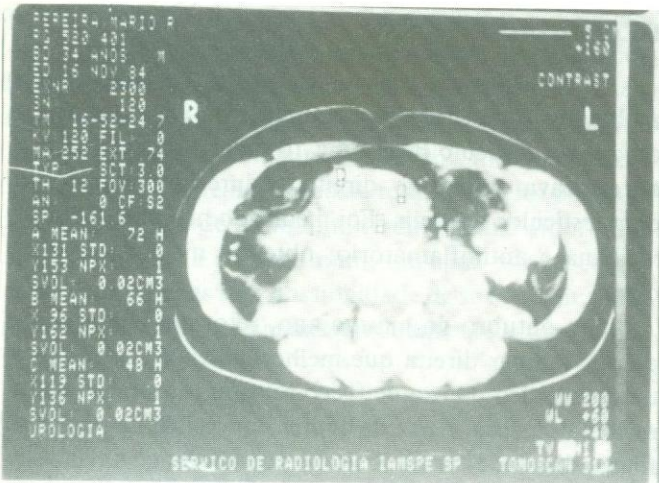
Tomografia computadorizada do abdômen revela grande tumoração sólida em retroperitônio à direita, com áreas de necrose em seu interior e infiltração da musculatura paravertebral homolateral
